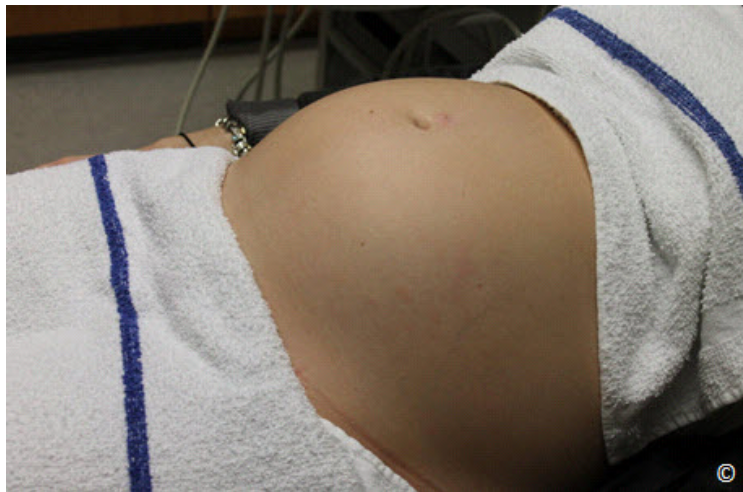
Preparación del paciente para un examen de ultrasonido. Obsérvese la colocación de toallas para proteger la ropa de la paciente y proteger su privacidad.
